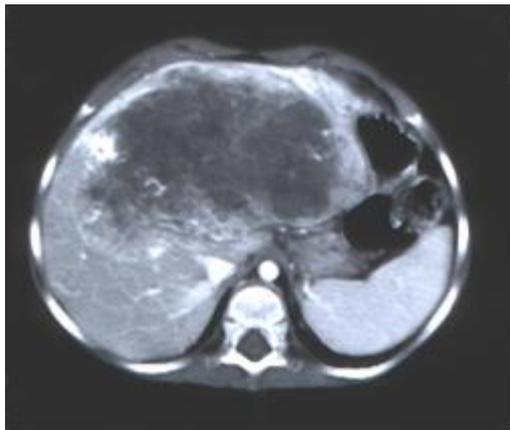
A: TAC con contraste de niño de 2 años con tumor hepático que involucra segmentos 2, 3, 4, 5, 8. Vena suprahepática libre.
